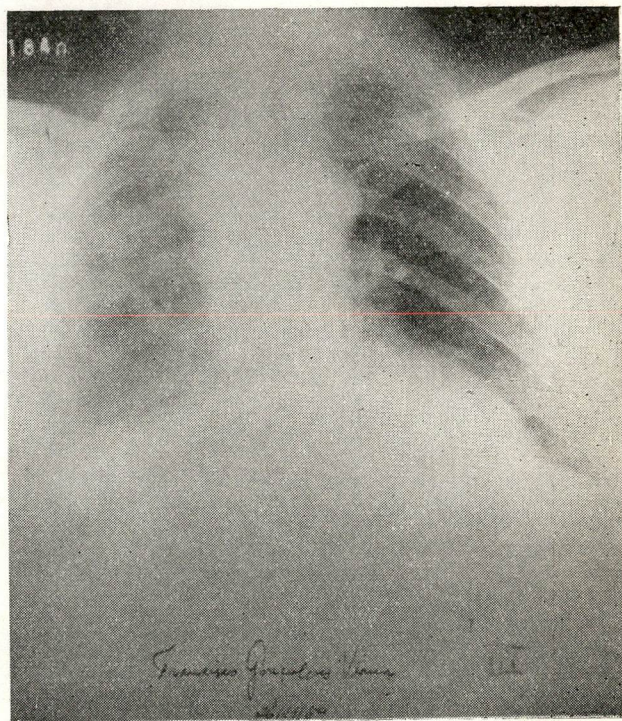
Radiografia em P.A. pós-operatória, notando-se certo grau de velamento do hemitórax operado. Nota-se a volta da traquéia ao seu sitio normal.
